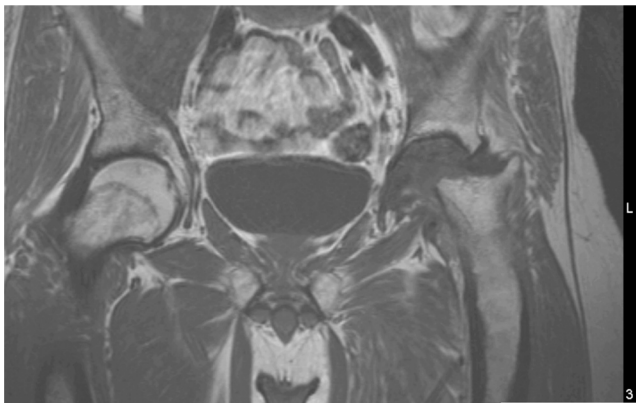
RMN da bacia (corte coronal).
